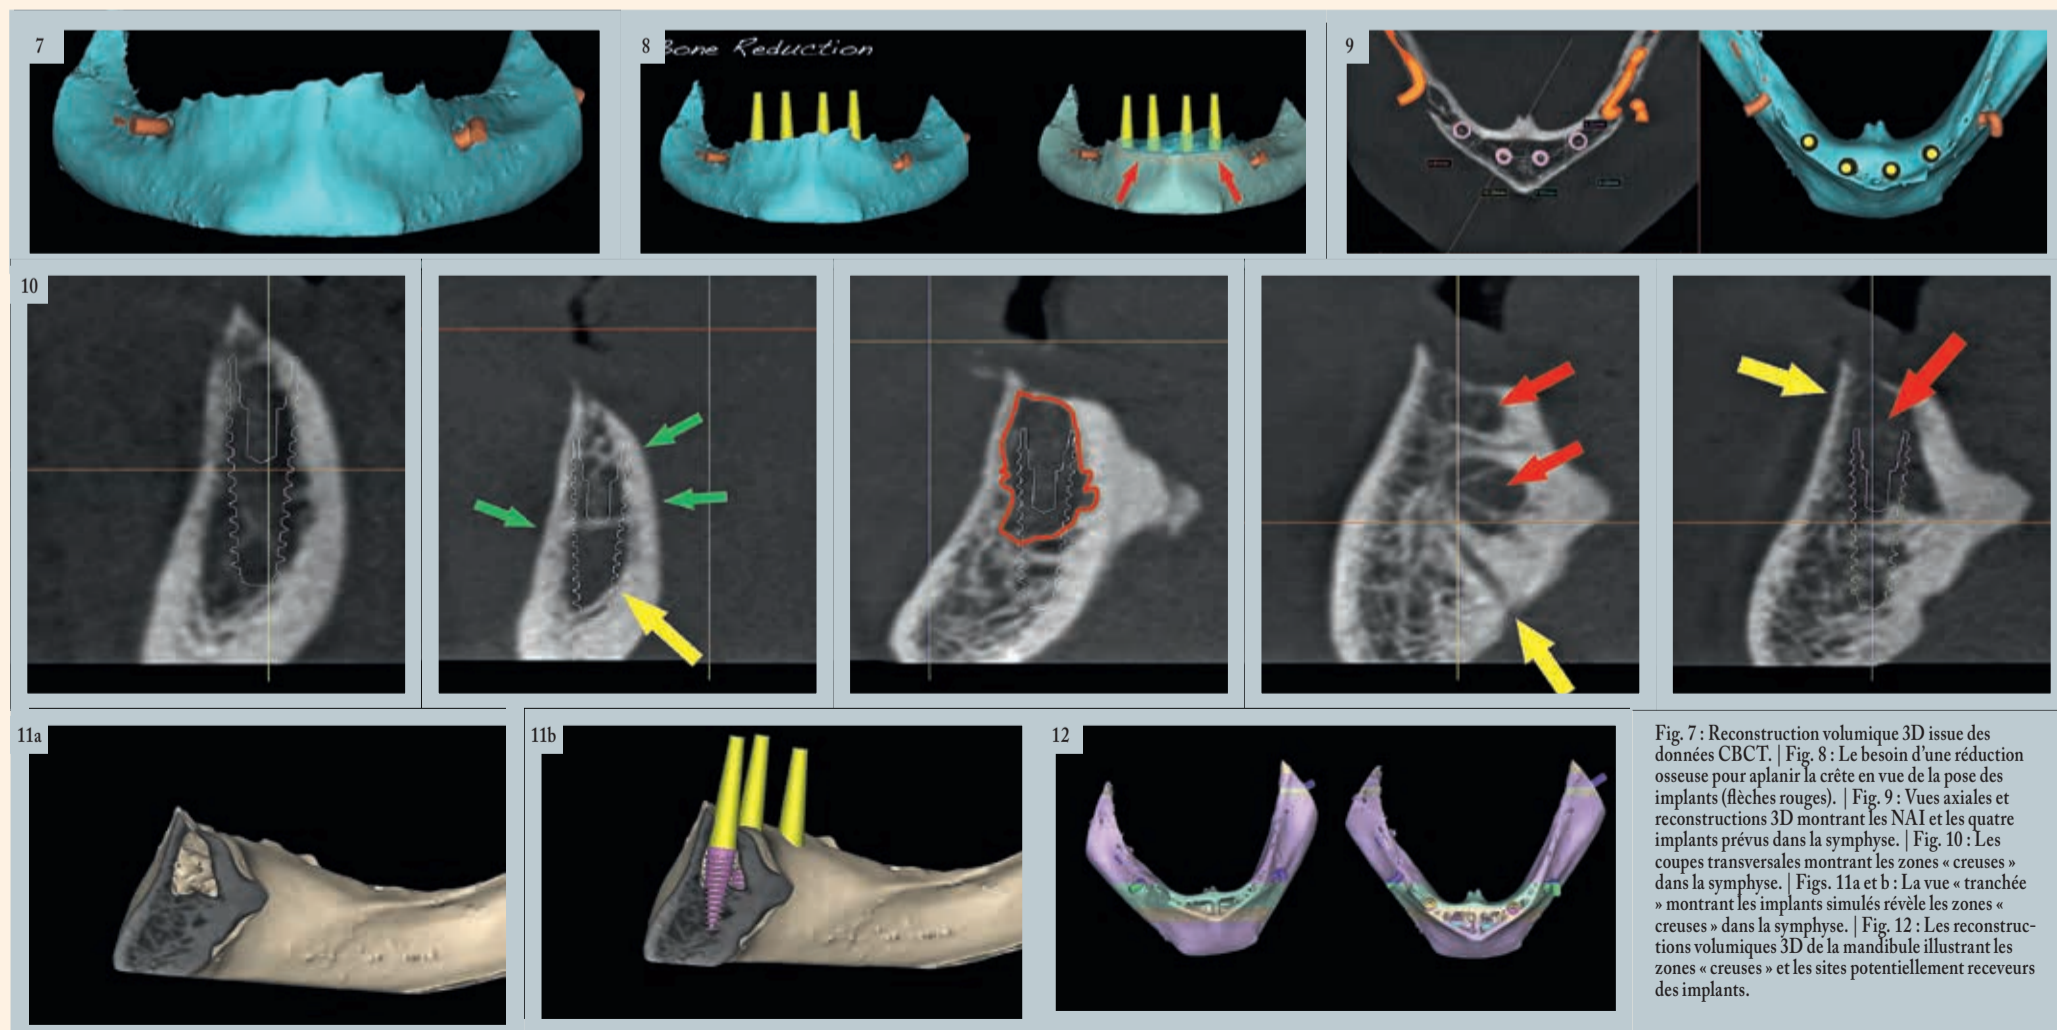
Reconstruction volumique 3D issue des données CBCT. | Fig. 8 : Le besoin d'une réduction osseuse pour aplanir la crête en vue de la pose des implants (flèches rouges). | Fig. 9 : Vues axiales et reconstructions 3D montrant les NAI et les quatre implants prévus dans la symphyse. | Fig. 10 : Les coupes transversales montrant les zones « creuses » dans la symphyse. | Figs. 11a et b : La vue « tranchée » montrant les implants simulés révèle les zones « creuses » dans la symphyse. | Fig. 12 : Les reconstructions volumiques 3D de la mandibule illustrant les zones « creuses » et les sites potentiellement receveurs des implants.
